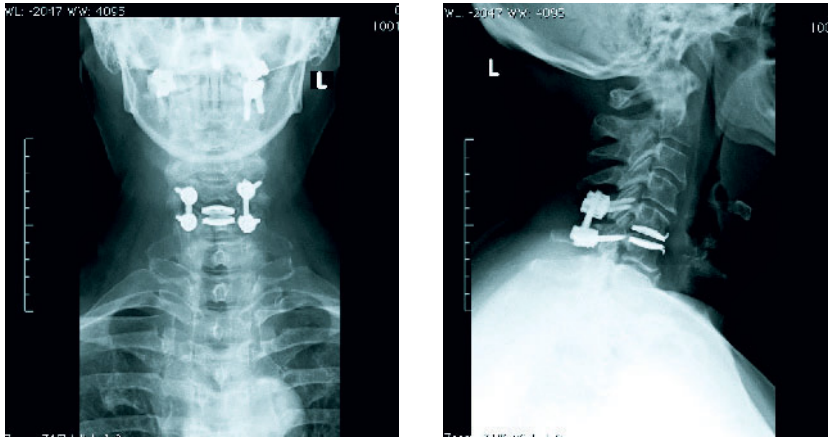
Konventionelle Röntgen-Aufnahme im a.p.- und seitlichen Strahlengang der HWS 3 Monate post-operativ nach monosegmentaler dorsaler Instrumentationsspondylodese C5/6 im a.p.- und im lateralen Strahlengang des Facettengelenks mit korrekter Stellung des Gelenks.
